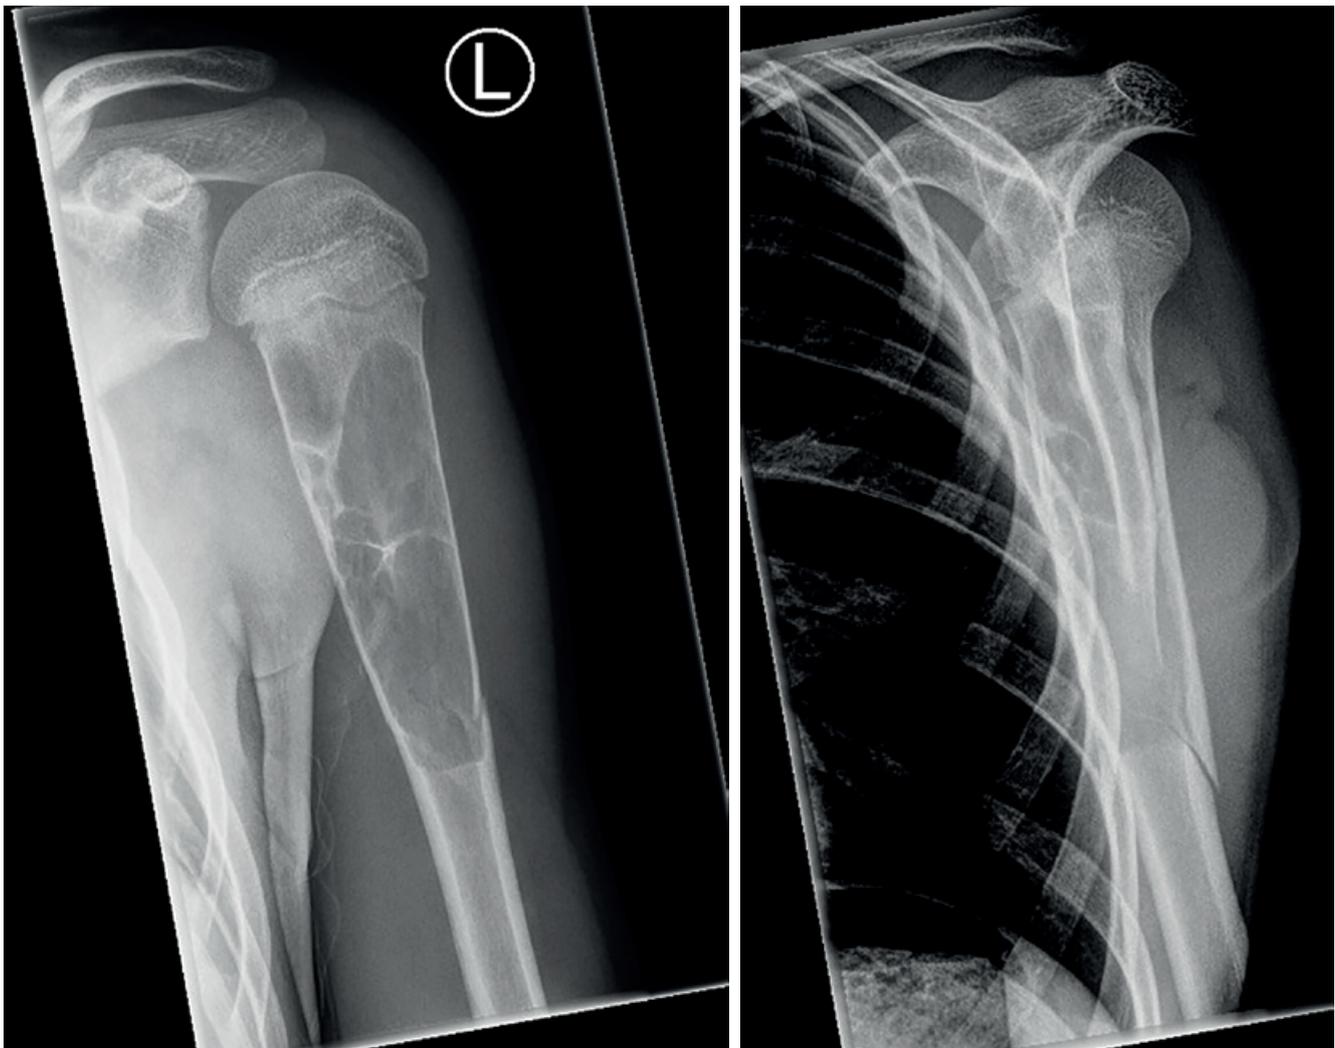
/b: Initiale Bildgebung in der Notaufnahme. Röntgenbild in 2 Ebenen. Klassisches Bild einer juvenilen Knochenzyste (Lodwick Ib) mit begleitender Humerusschaftfraktur.
